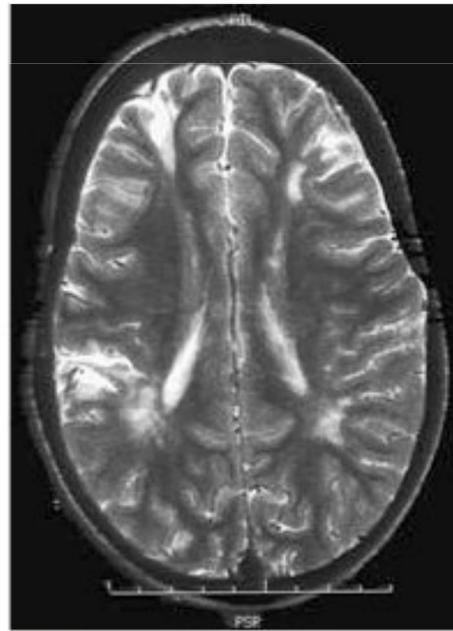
5 Imagen de resonancia magnética cerebral de una niña de 8 años con anemia falciforme que muestra múltiples infartos corticales y subcorticales.
